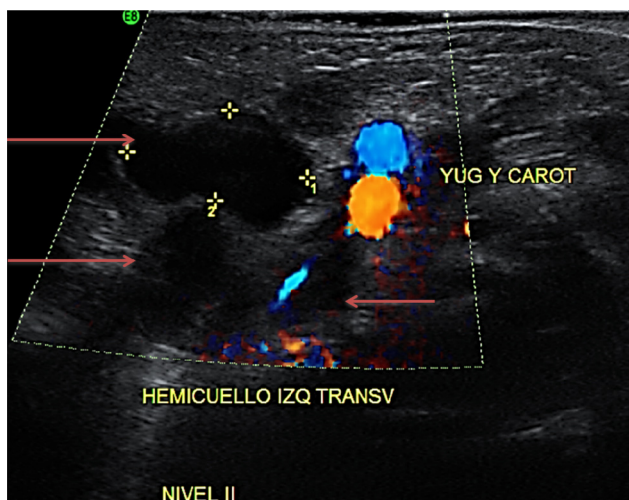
Ultrasonido en cara lateral de cuello. Se observa la lesión quística multilobulada. Las flechas señalan varios de los lóbulos del quiste.
